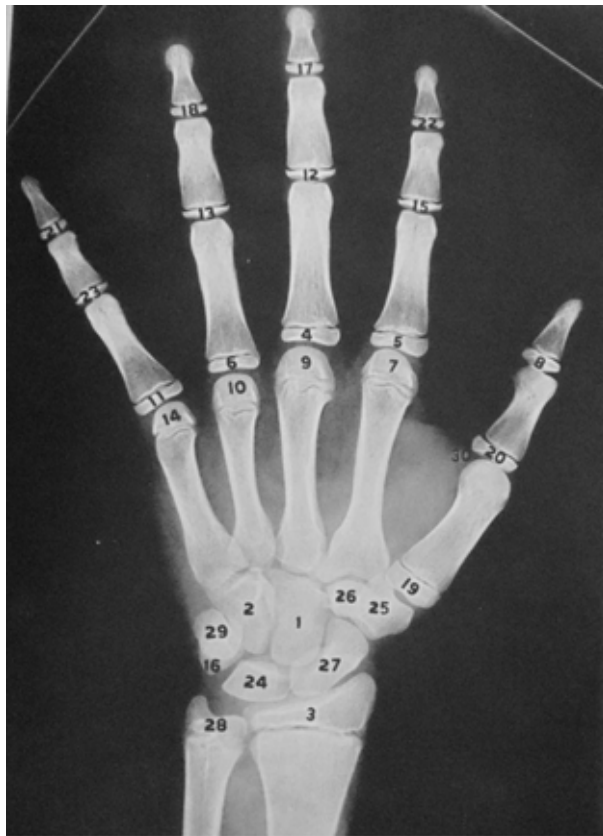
Os trinta ossos que compõem as radiografias carpais, segundo atlas de Greulich e Pyle (1959).
